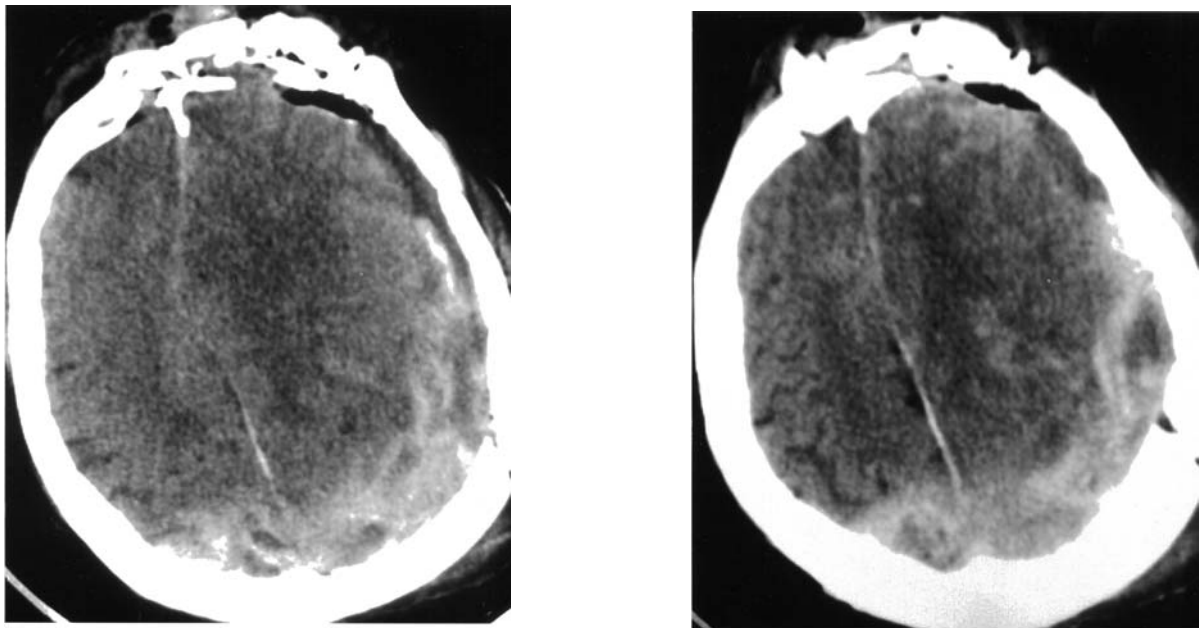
Tomografía computarizada (caso 6). Fracturas craneales múltiples. Hematoma epidural parietal bilateral que cruza la línea media.
